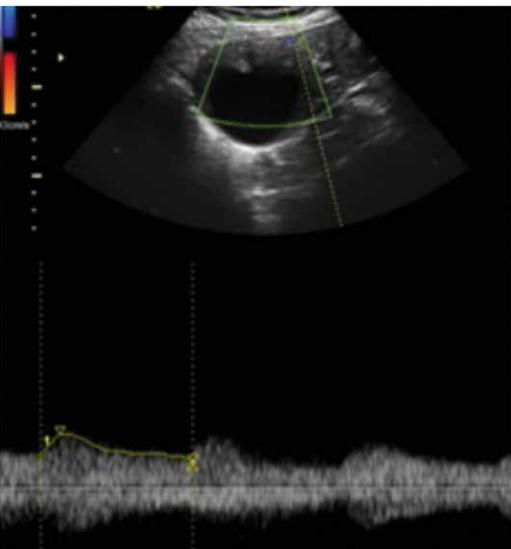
Doppler colorido de neoplasia ovariana: hiperfluxo e baixa resistência
